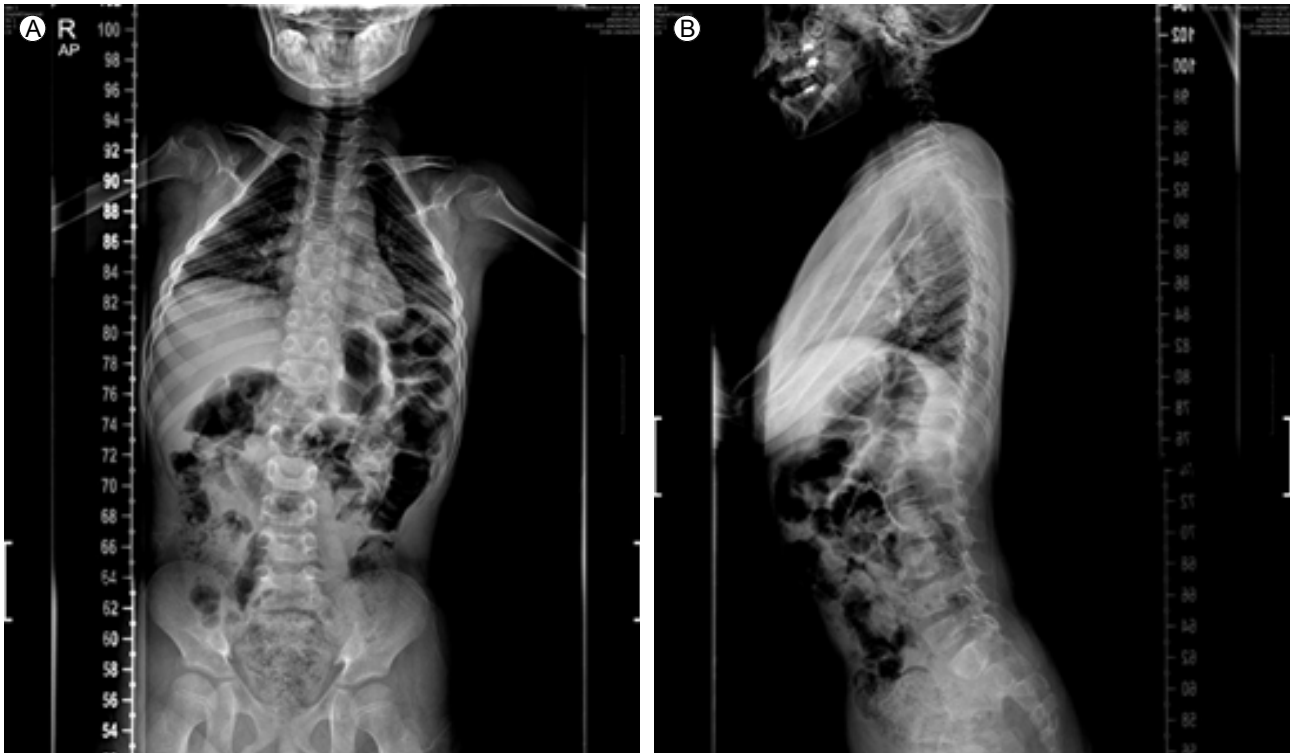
(A) Anteroposterior thoracolumbar spine radiograph demonstrating a bell-shaped thorax with mild thoracic scoliosis. (B) Lateral thoracolumbar spine radiograph demonstrating lordosis.
